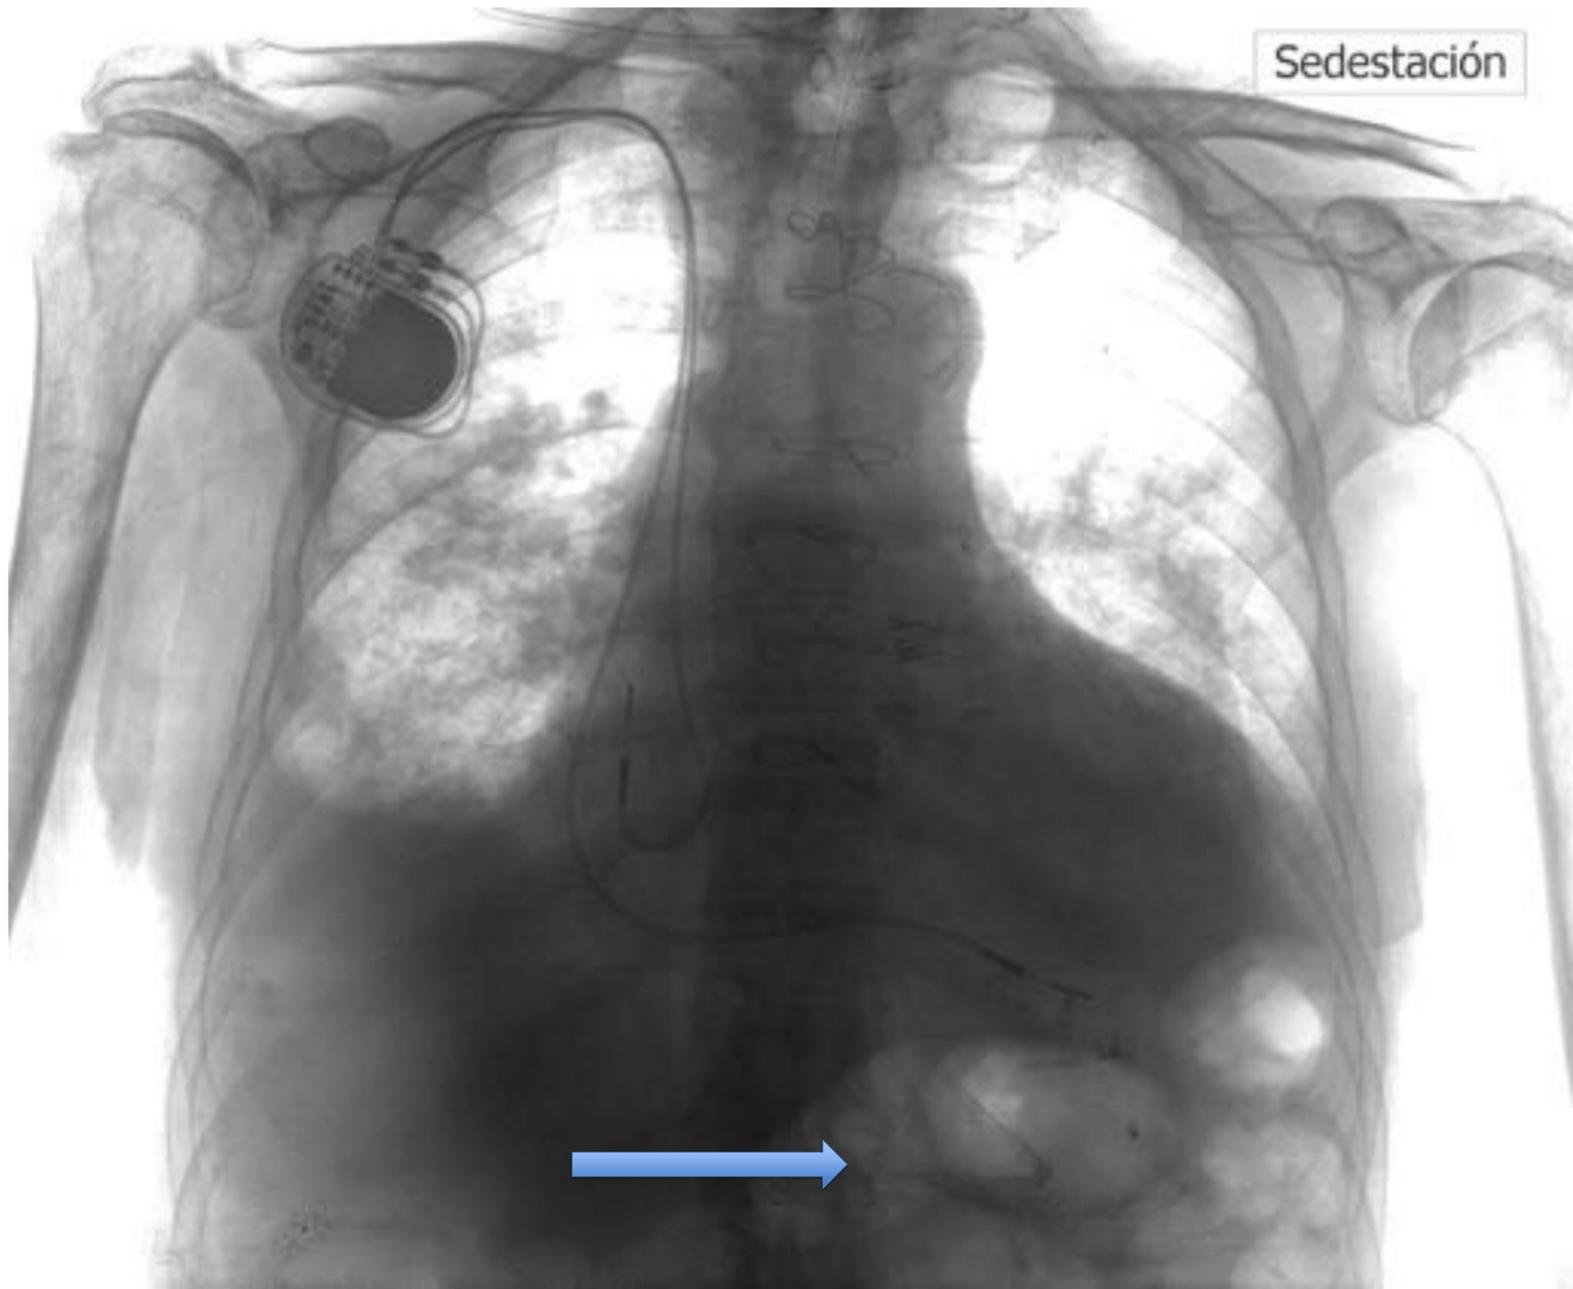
Radiografía de tórax posteroanterior. Sonda nasogástrica con extremo distal en cámara gástrica.
